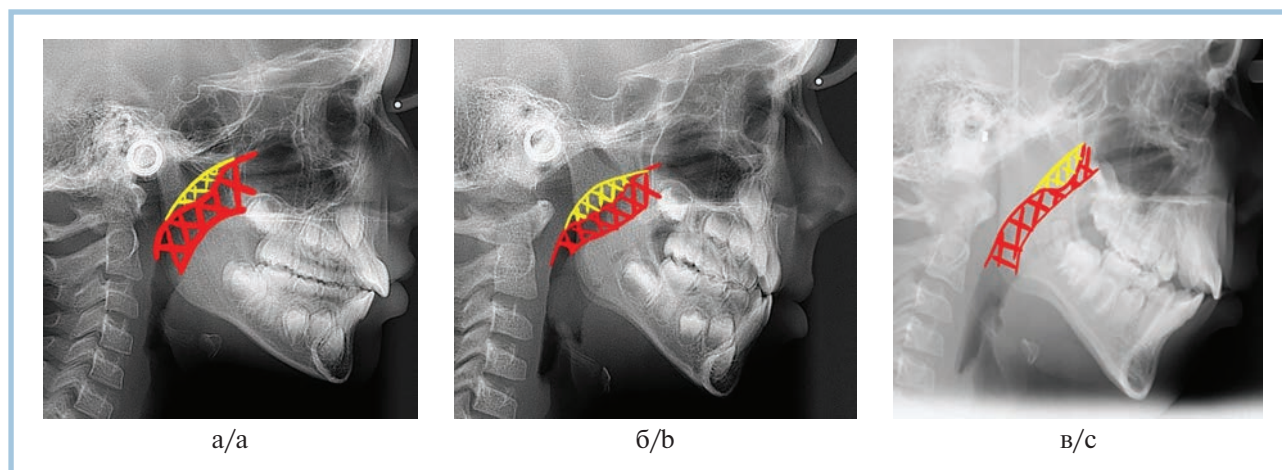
Боковые телерентгенограммы пациентов с аденоидитом.
